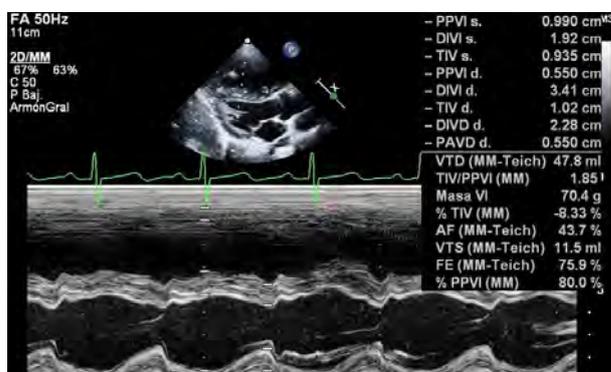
Ecocardiograma de paciente con HAP que muestra crecimiento de ventrículo derecho
